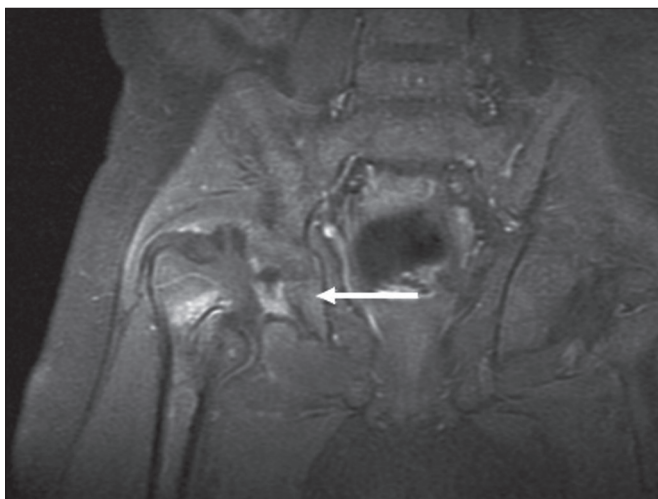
RM, sequência T1 fat sat pós-contraste coronal do quadril mostrando completa destruição/reabsorção da cabeça femoral, associada a acentuada deformidade do colo femoral e do acetábulo.
